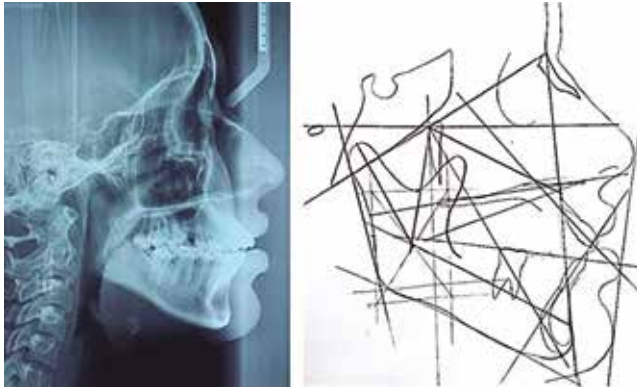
Radiografía lateral de cráneo: Relación esquelética clase I, patrón de crecimiento vertical.
